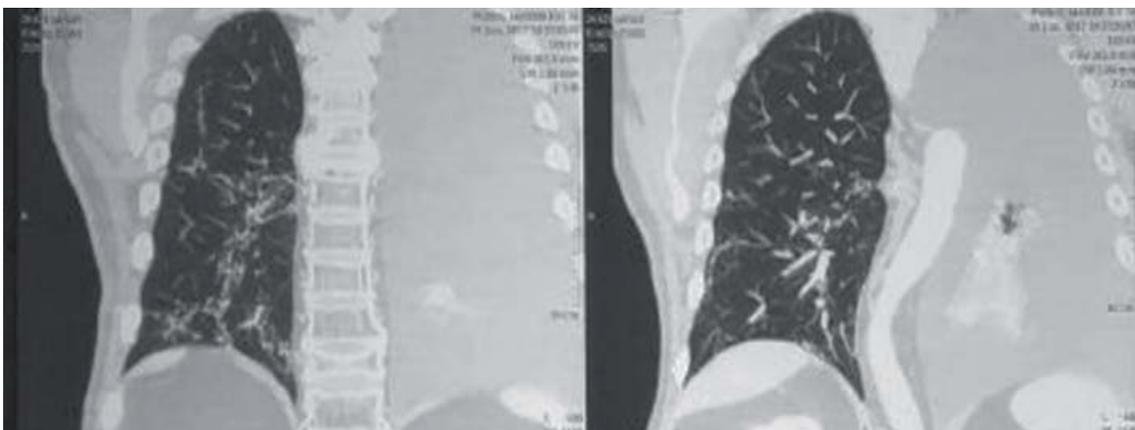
КТ ОГК — гілляста ЛО (зліва явища хілотораксу).
